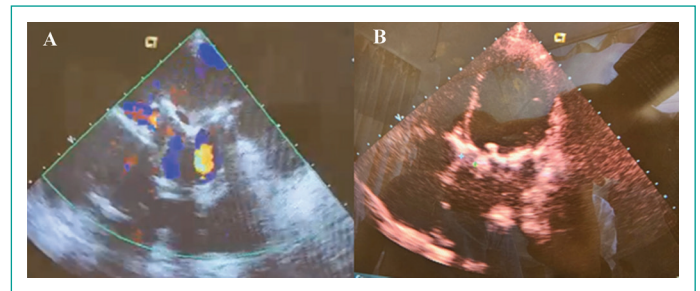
Ecocardiograma transtorácico apical 4 cámaras. (A) Fuga paravalvular mitral severa. (B) Dehiscencia de prótesis valvular mitral.
